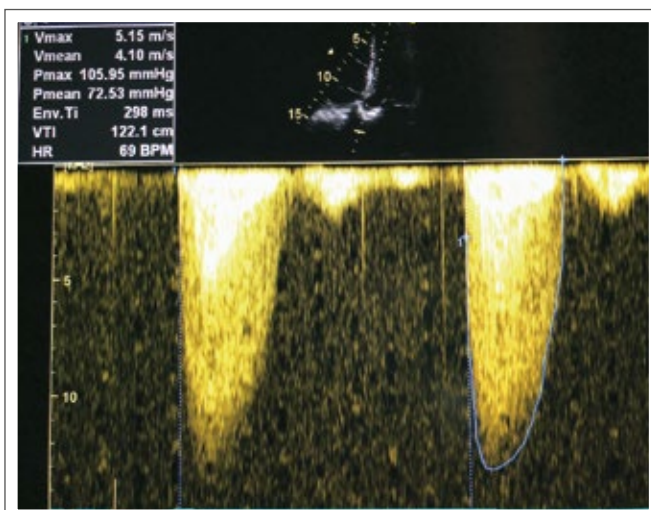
CW-Doppler: Aortenklappenstenose vor hellem Hintergrund
